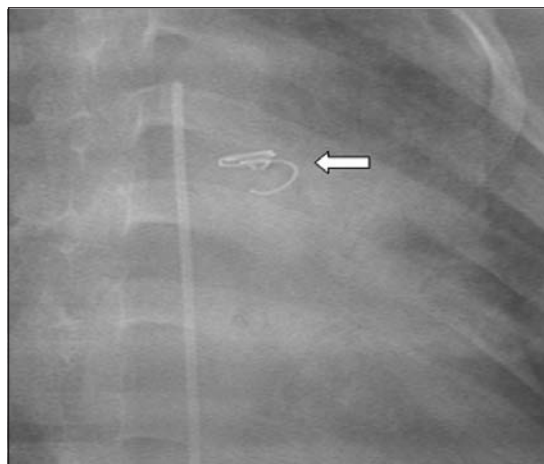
Radiografía en proyección oblicua anterior derecha observando el *coil* normoposicionado, señalado por la flecha.
